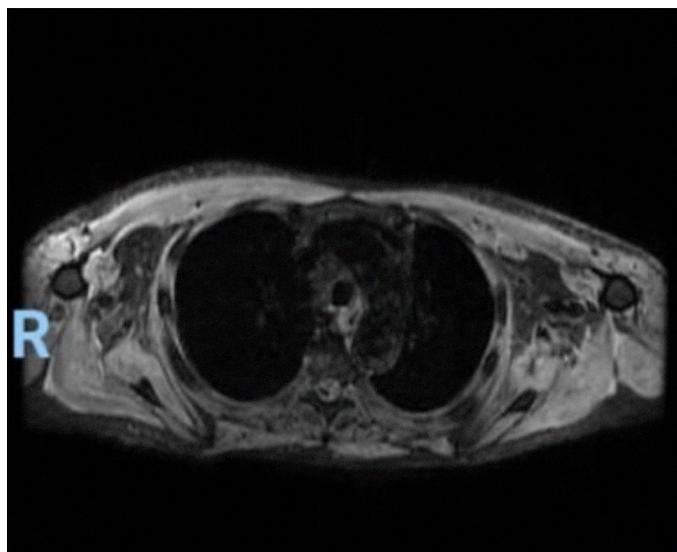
Resonancia con técnica STIR, corte axial de tórax donde se evidencia edema muscular con afectación perifascial e intramuscular de musculatura de la cintura escapular.
